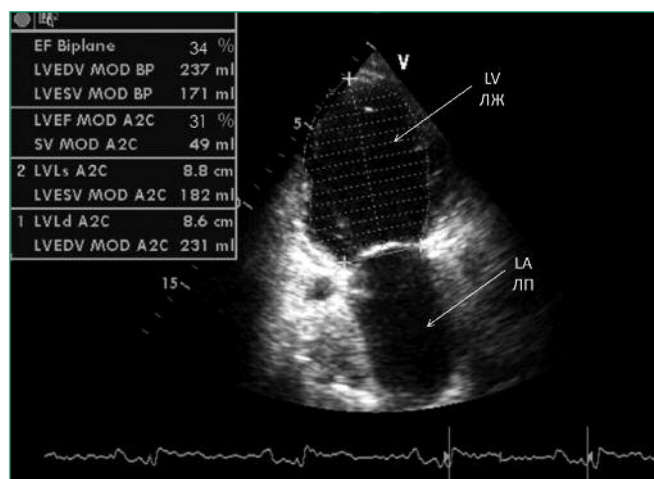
Echocardiogram of the patient K.
